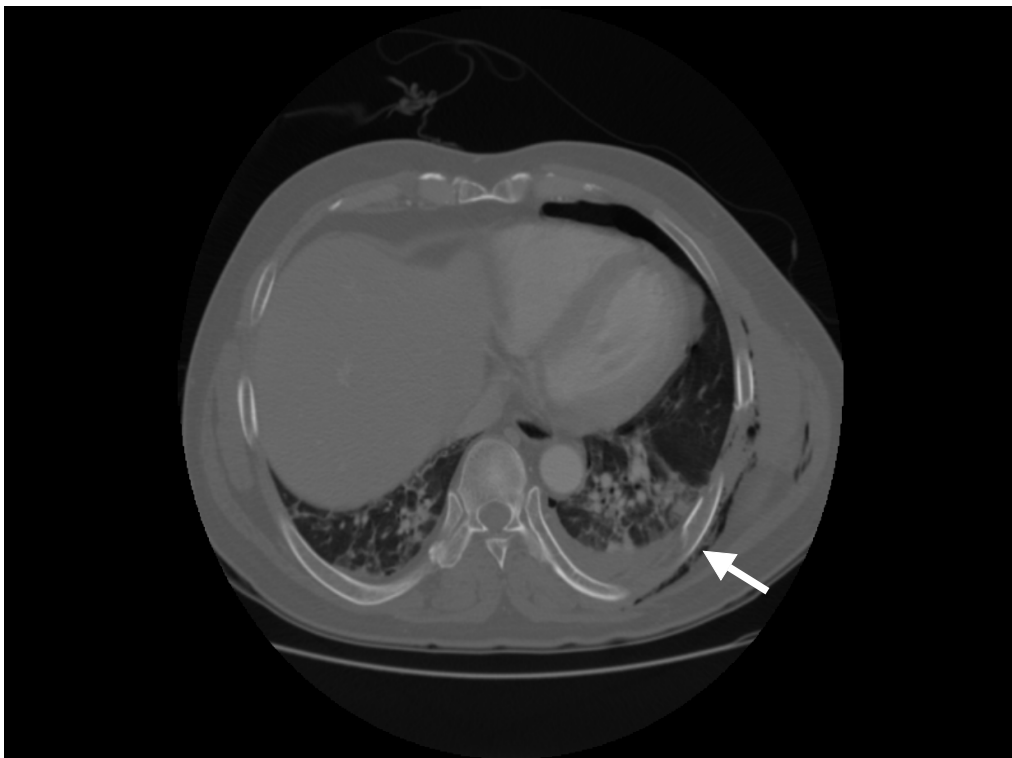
Chest CT showing both multiple rib fracture, hemothorax pneumothorax, subcutaneous emphysema and lung contusion
